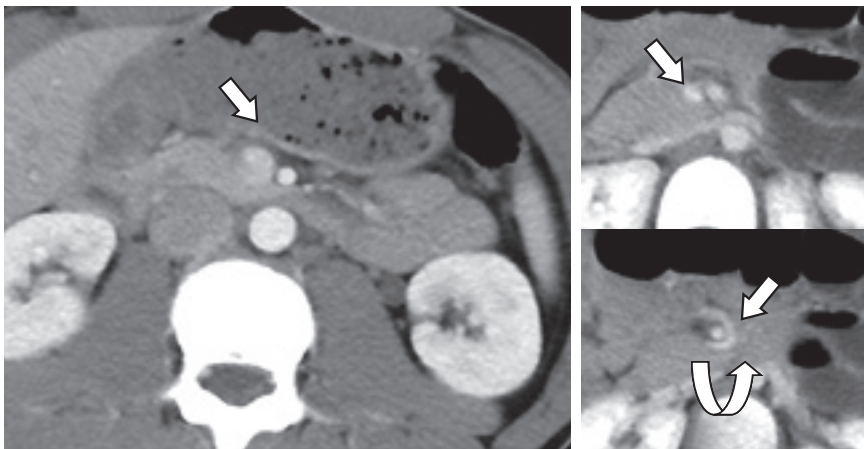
中腸軸捻 5歳女児，嘔吐の精査のため造影CT施行
